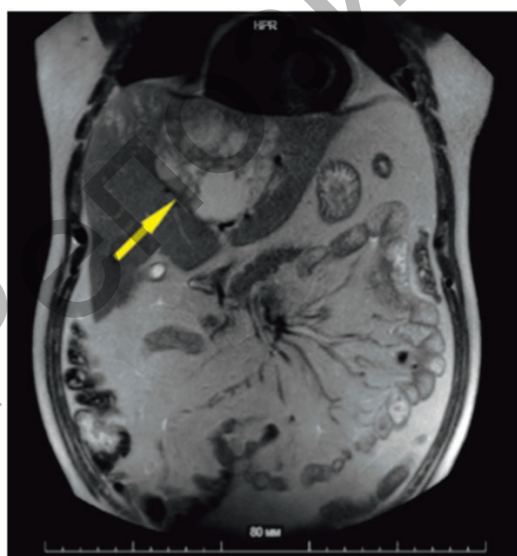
Пациент Г., 47 лет, МРТ брюшной полости, в правой доле печени определяется многокамерное образование с нечеткими контурами (желтая стрелка)
